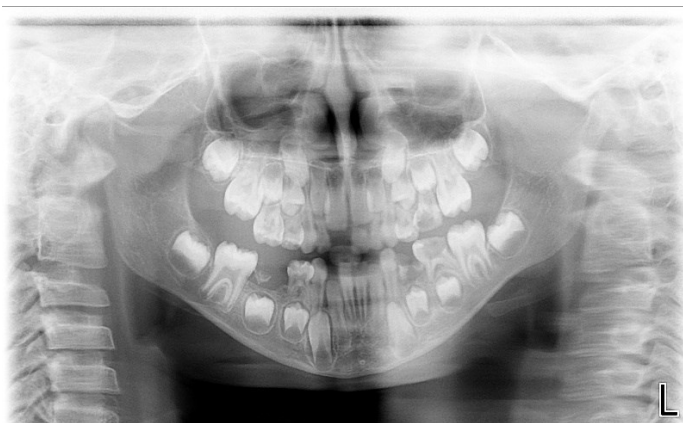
Ortopantomografia inicial (7 anos de idade)
